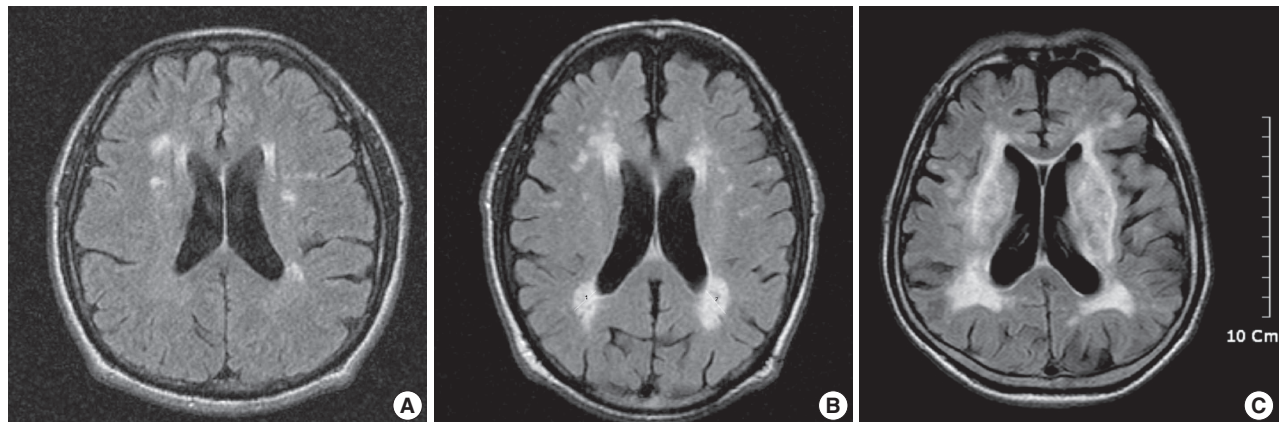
The example of MRI features of minimal (A), moderate (B) and severe (C) white matter hyperintensities. ($p <$
